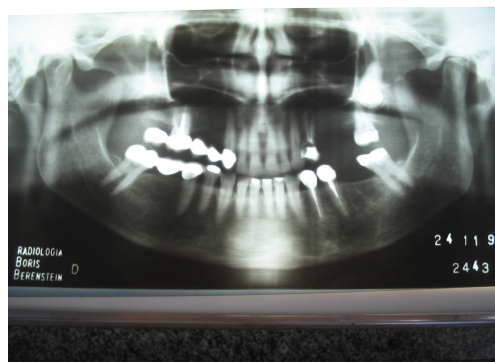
Radiografia panorâmica de suporte.
